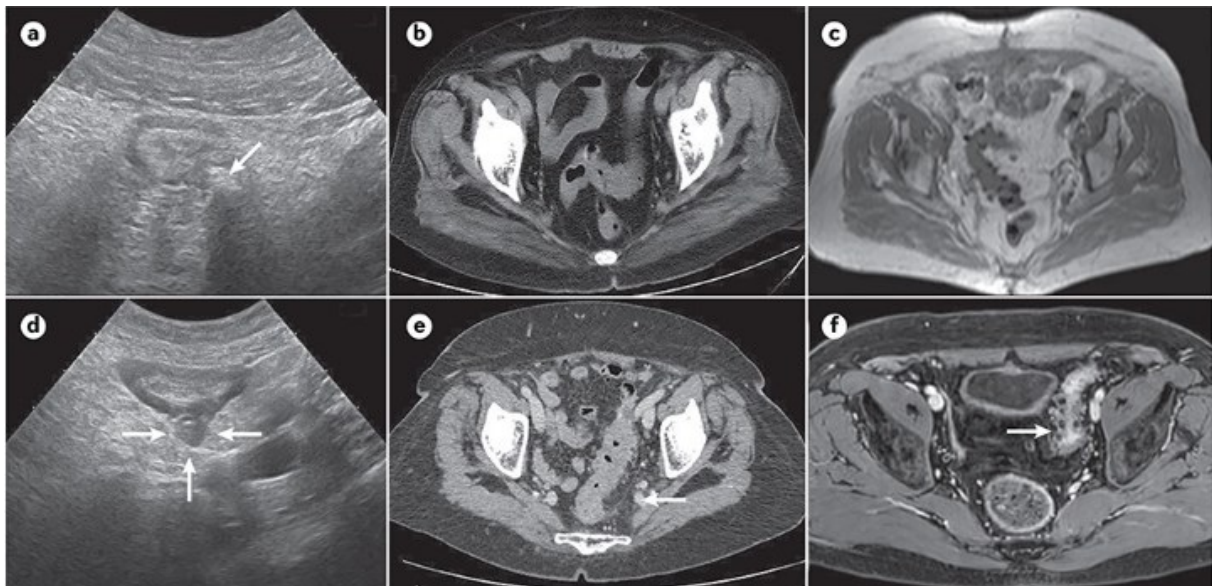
imaging trasversale della diverticolosi (a, b, c) e della diverticolite acuta (d, e, f) visualizzabili mediante ecografia (a, d), TC (b, e), risonanza magnetica (c, f) [13]
